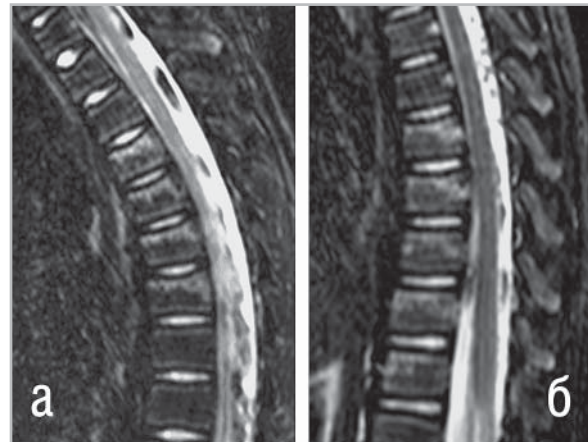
МРТ грудного отдела позвоночника, сагиттальная проекция в импульсной последовательности STIR (а) - компрессионный перелом тел Th6, Th7, Th8, Th9 и SE T2ВИ (б) - компрессионный перелом тел Th9, Th10, Th11, Th12 и L1.
